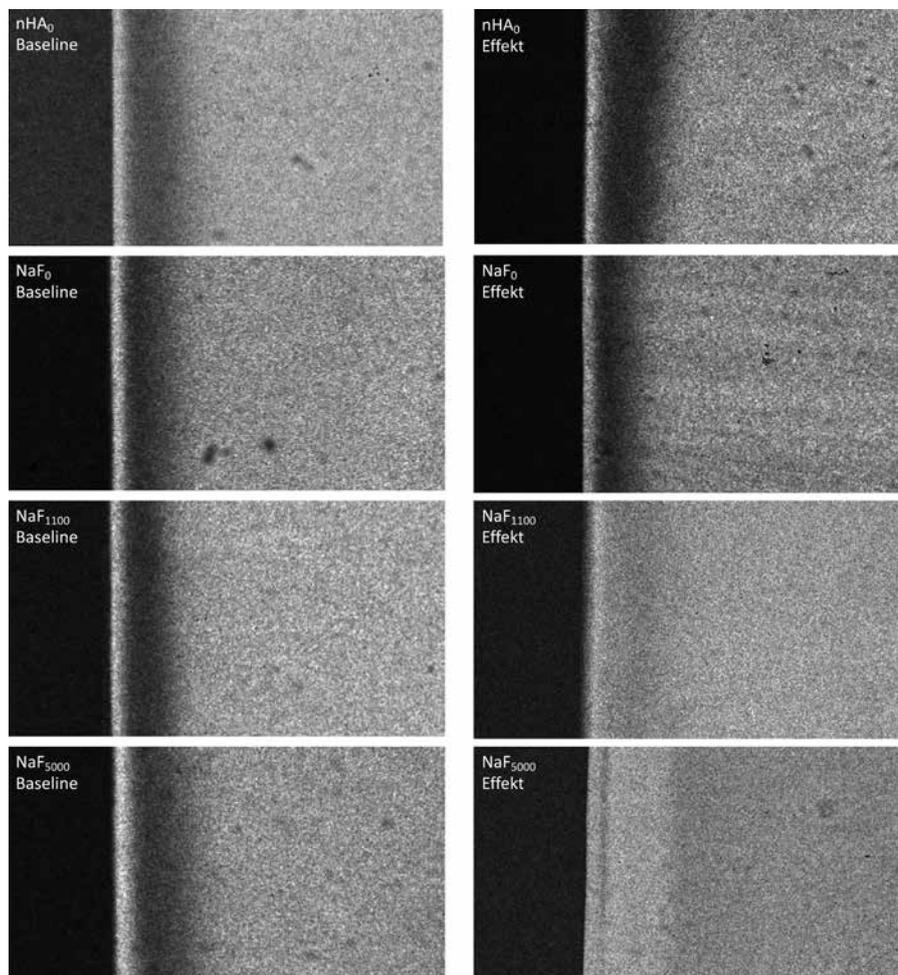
Repräsentative Bilder der transversalen Mikroradiographie von tiefen Dentinläsion vor (Baseline) und nach dem Tragen in der Apparatur (Effekt).
